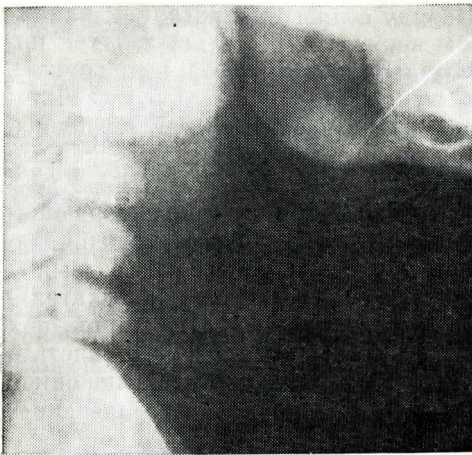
5. На рентгенограмме (боковая проекция) верхних дыхательных путей виден увеличенный (отек) надгортанник.
